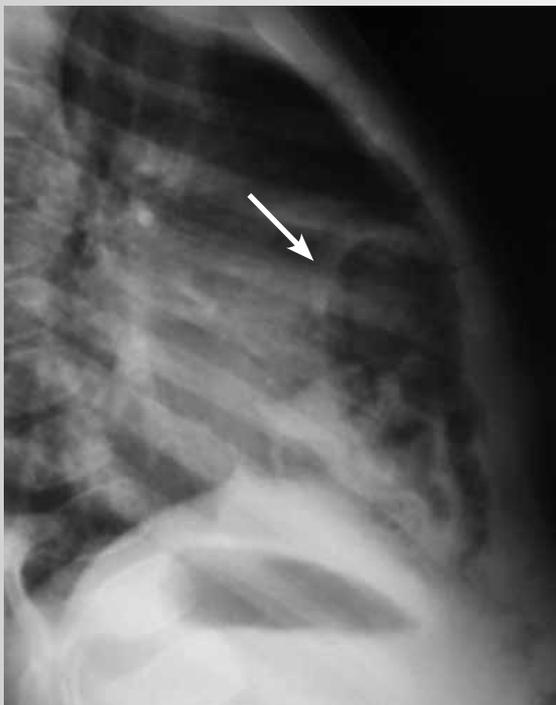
Обзорная рентгенография грудной клетки (боковая проекция). Диафрагмальная грыжа справа (указана стрелкой)
